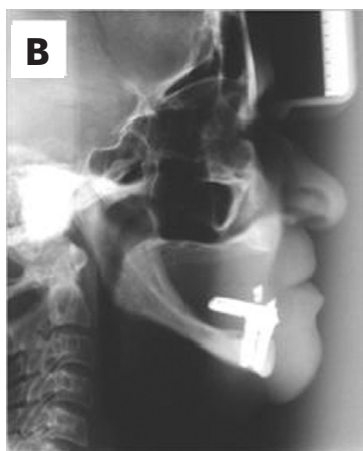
Telerradiografia de perfil final.
